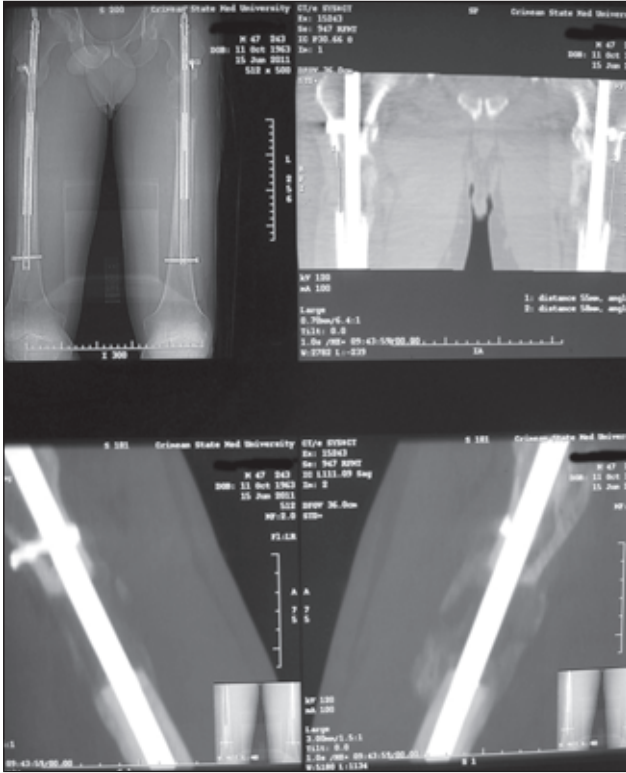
КТ больного О., 47 лет. Позволяет определить длину и равенство удлинения, качество регенерата
